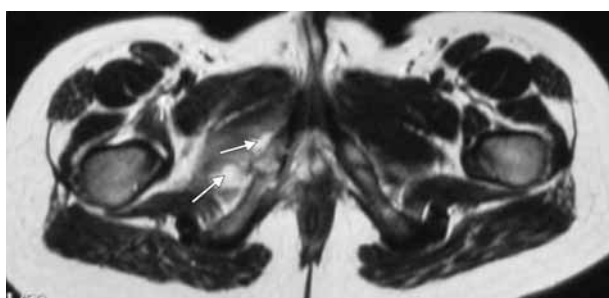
Secuencia STIR de RM de ambas caderas (vista sagital) muestra dos imágenes líquidas redondeada de unos 10 y 12 milímetros que afecta a ambos músculos obturadores.
